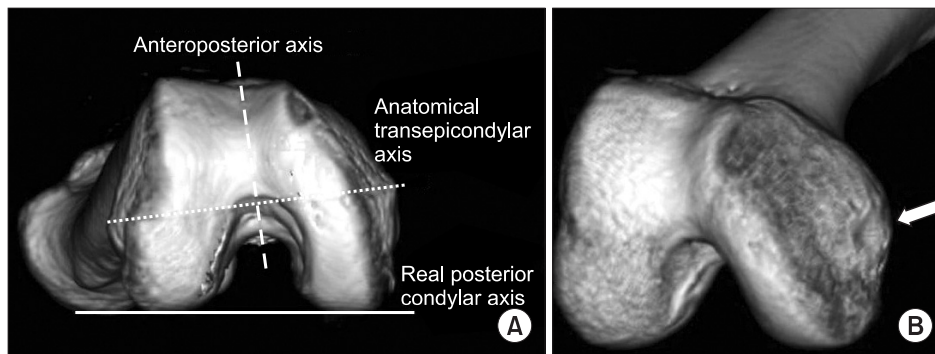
(A) Construct of the reference axes on 3-dimensional (3D) computed tomographic bone model of the distal femoral condyle is shown. 3D bone model was rotated until the center of femoral head was synchronized with the center of intercondylar notch. From caudocranial view, medial point of surgical transepicondylar axis was not detected because of hoarse-shoe shaped notch. (B) In obliquely rotated view, medial point of surgical transepicondylar axis is seen.
